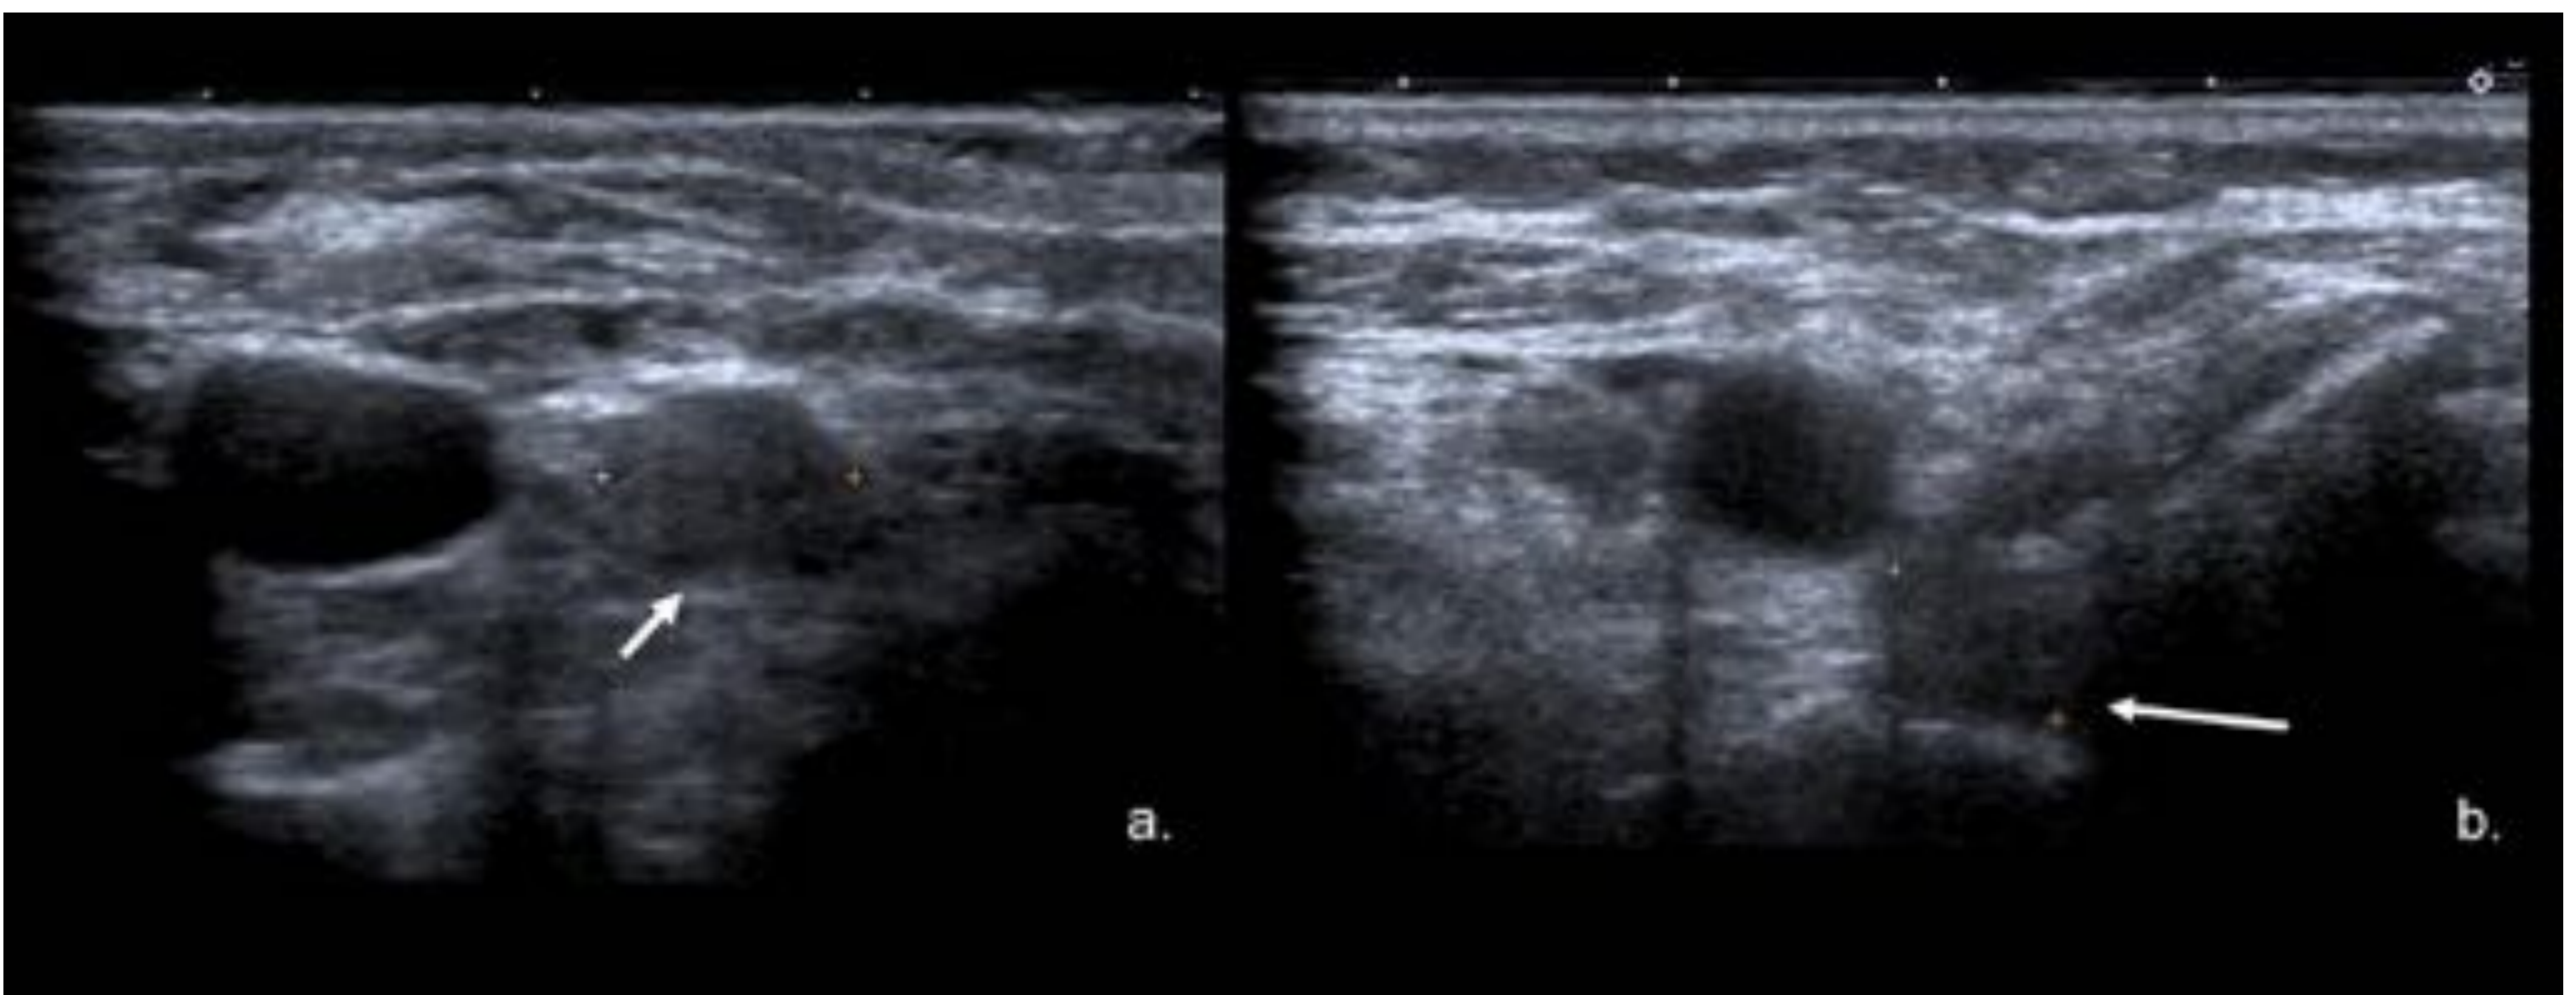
Ecografía de cuello corte axial (a.) muestra un nódulo hipoecoico irregular de 9 mm en el lecho derecho de tiroidectomía. Imagen por TC axial (b.) muestra la lesión hipervascular del tejido blando en el lecho tiroideo Patología confirmó la recurrencia local. Referencia: Hospital Universitario Severo Ochoa. Leganés - España.
